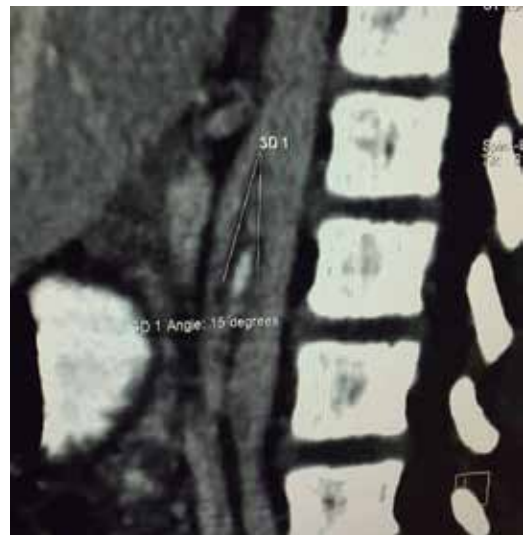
Tomografía computarizada abdominal contrastada en corte sagital. Ángulo aortomesentérico de 15° comprimiendo la tercera porción del duodeno.
